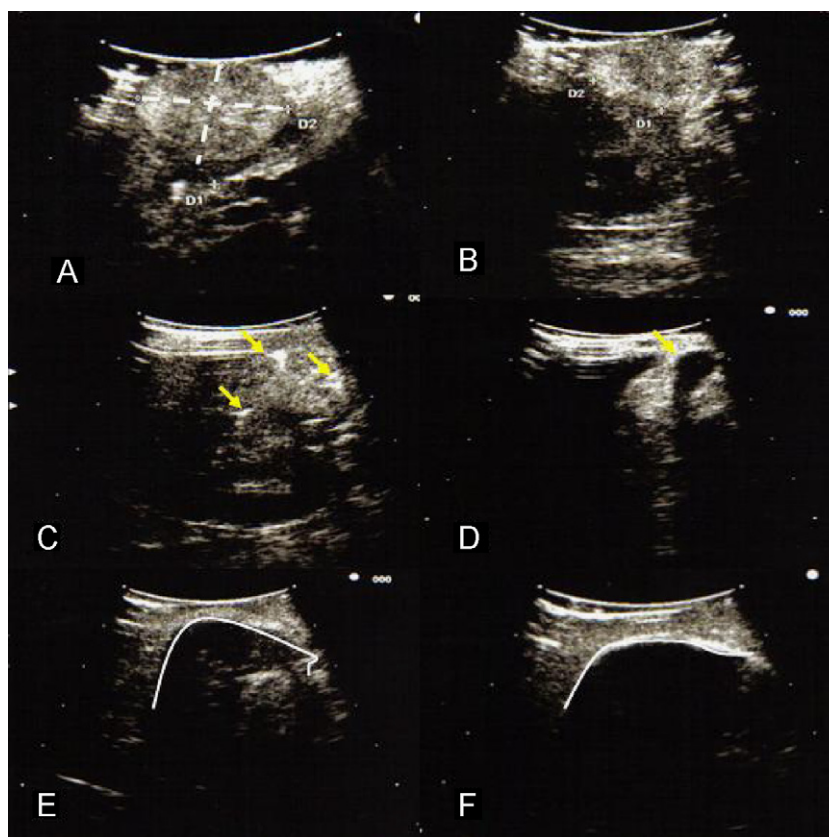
Ecografía laparoscópica. A y B) Visualización y medición de los diámetros tridimensionales del tumor. C) Colocación de las crioagujas (flecha amarilla, crioagujas). D) Inicio de la crioterapia y monitorización de la formación de las bolas de hielo. E) Visualización de la formación de una «única» bola de hielo. F) Cobertura con margen de seguridad del tumor por parte de la bola de hielo.
